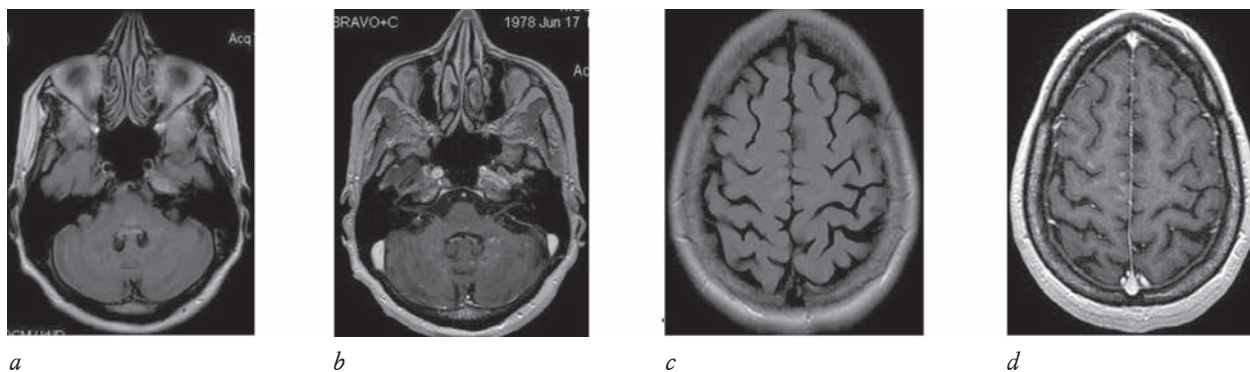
На МРТ головного мозга в аксиальных плоскостях определяются точечные очаги повышенного МР-сигнала, расположенные в варолиевом мосту и мозжечке (а). Аналогичные очаги отмечены в субкортикальном белом веществе конвексимальных отделов больших полушарий (с). На постконтрастных сериях изображений очаги демонстрируют усиление сигнала в виде множественных точек (b, d)
